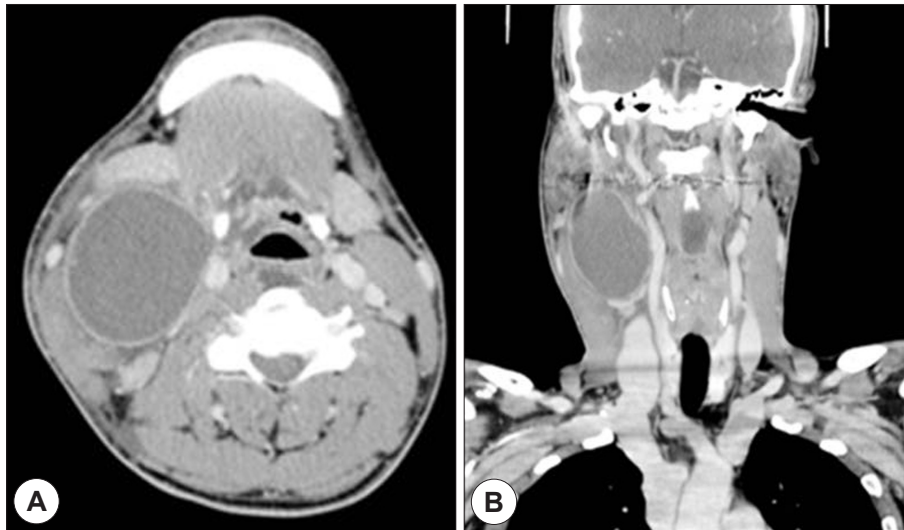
Preoperative CT scans of the neck. Axial and coronal CT scans show cystic mass at rightupper neck(A and B).
